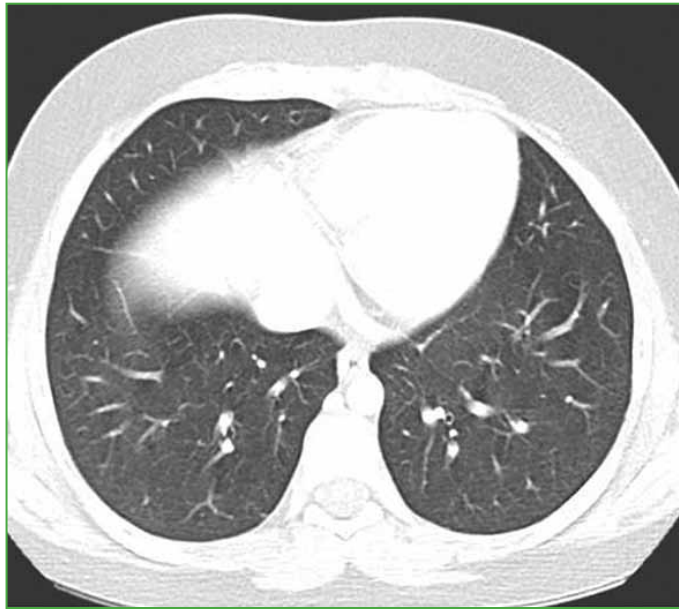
Tomografía computarizada de tórax en ventana pulmonar. Bases pulmonares limpias.
